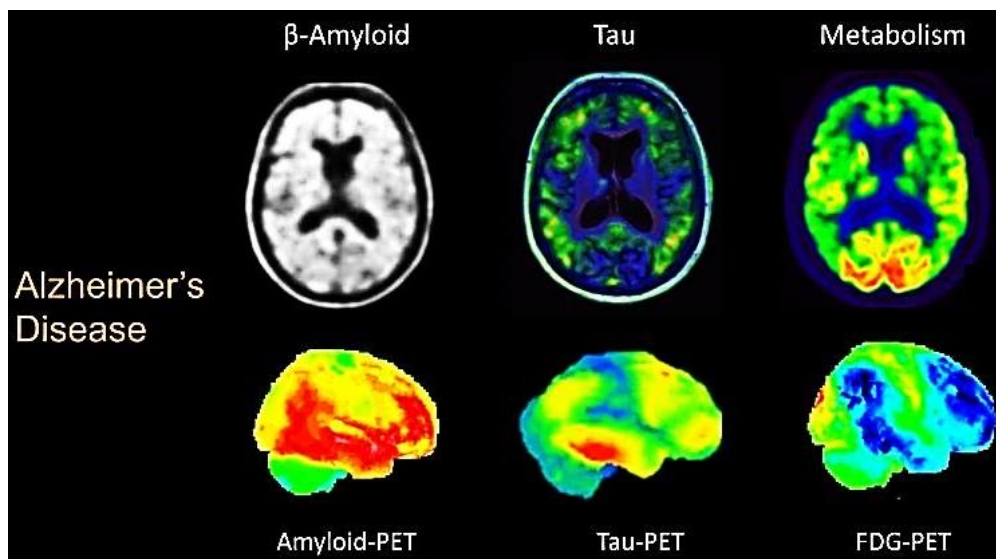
ПЭТ молекулярная визуализация пациента с деменцией [18]
